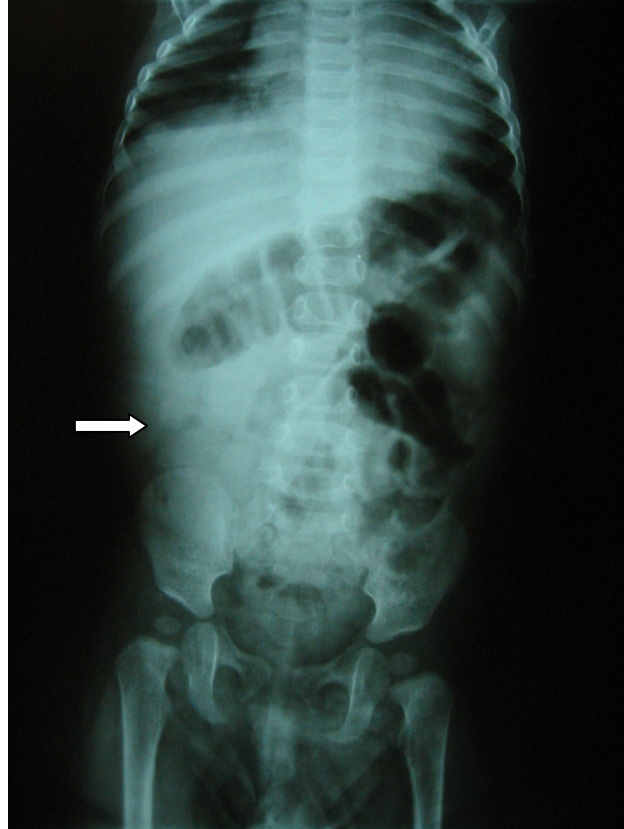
Radiografia simples de abdome mostrando ausência de ar em cólon ascendente (seta).
